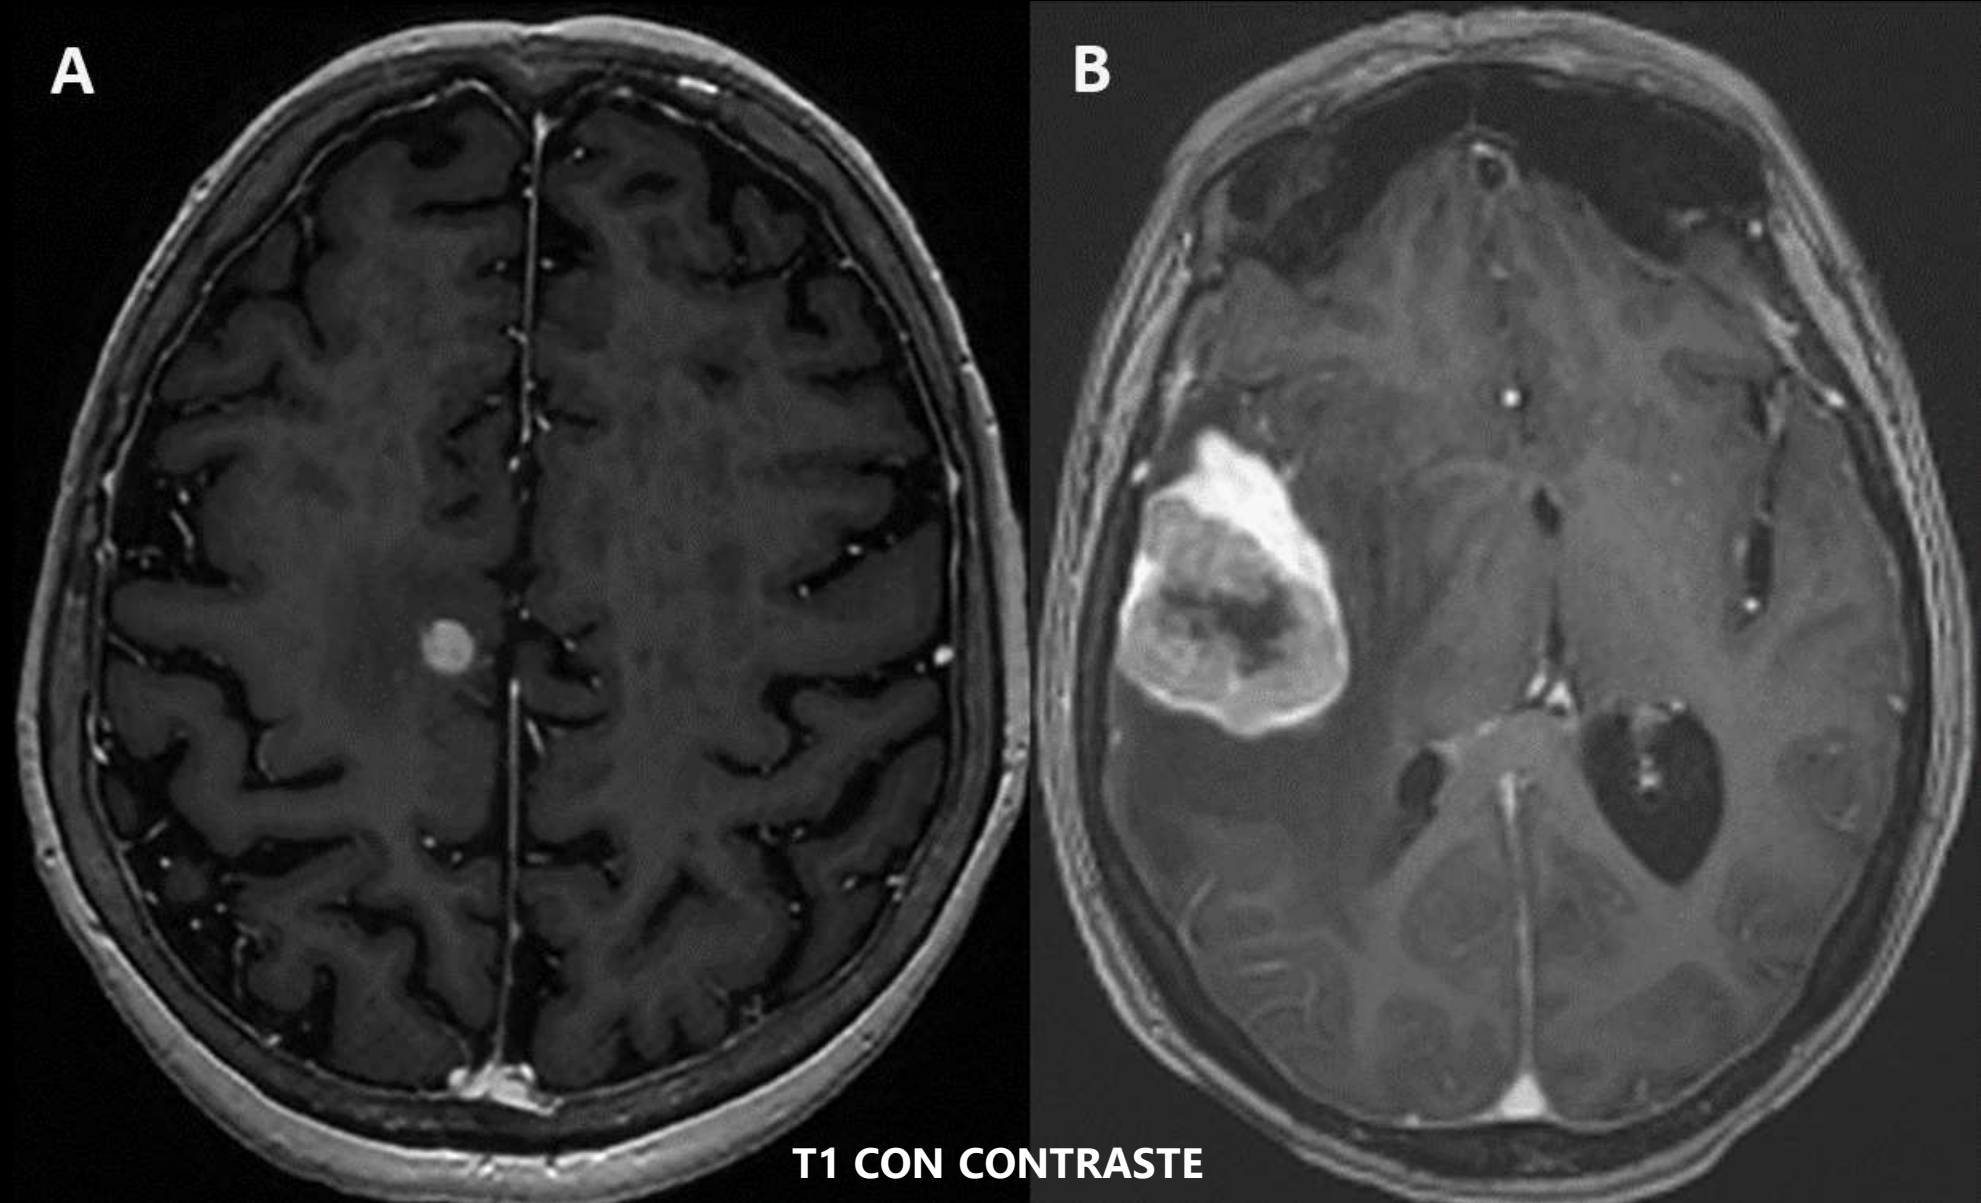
Metástasis temporal derecha de adenocarcinoma rectal: Lesión intraaxial de márgenes lobulados y aspecto heterogéneo, que muestra señal marcadamente hipointensa en secuencias T2/FLAIR y señal intermedia en T1 (no mostrado), lo que sugiere un componente mucinoso.
